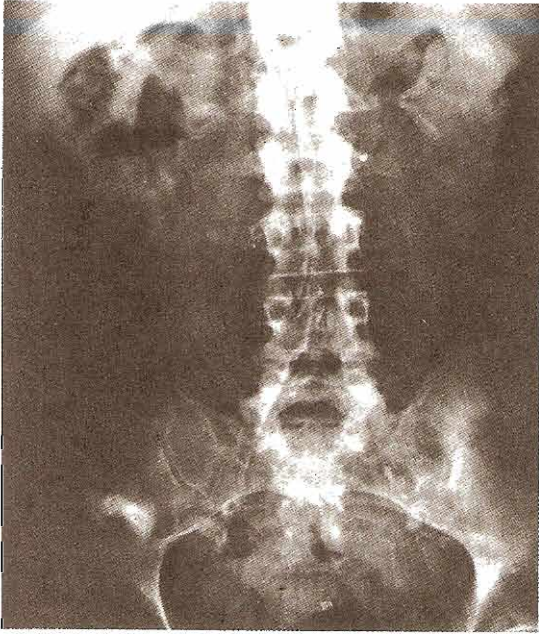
Radiografía abdominal exploratoria que muestra cálculos renales en un riñón trasplantado en la fosa iliaca derecha. Nótese la vascularización renal con calcificaciones marcadas secundarias a diabetes sacarina maligna.
